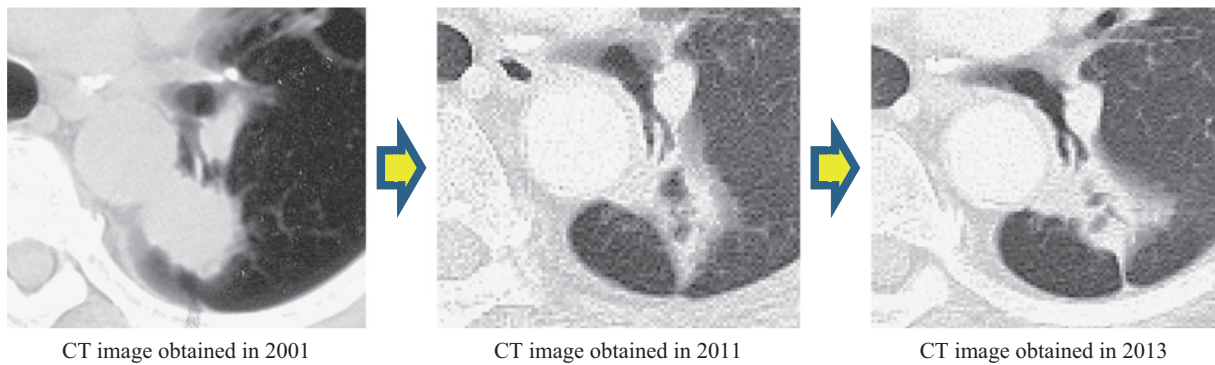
Chest computed tomography in case 1 shows regrowth of the primary tumor eleven years after the start of gefitinib treatment.
